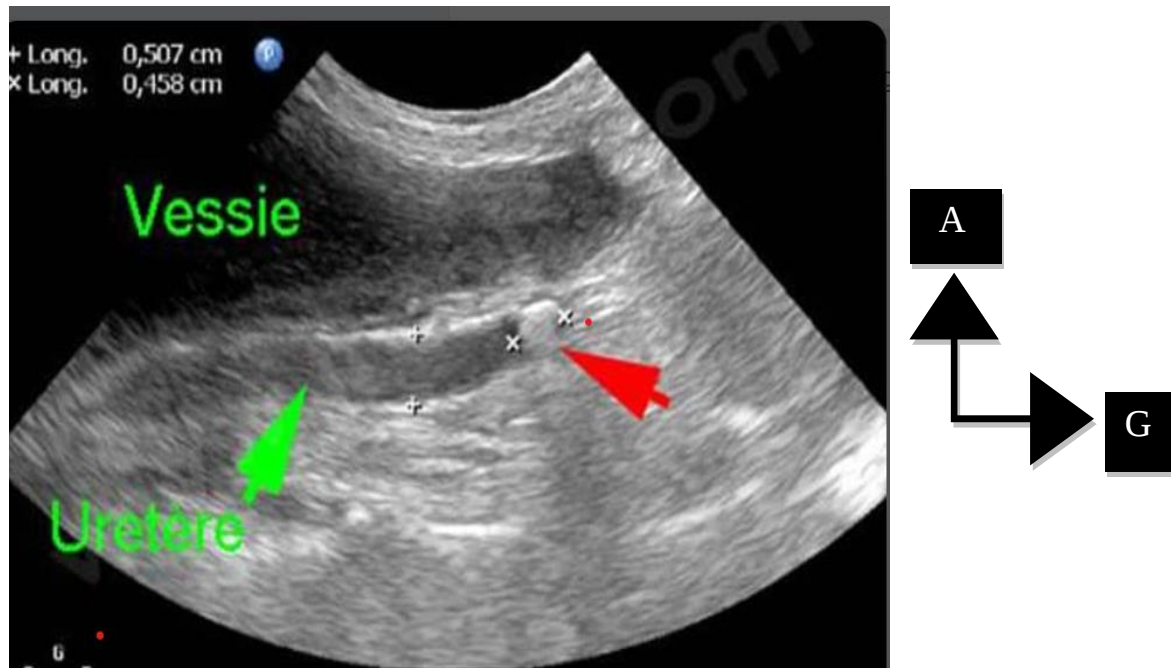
Aspect échographique d'une lithiase urinaire. [46]
